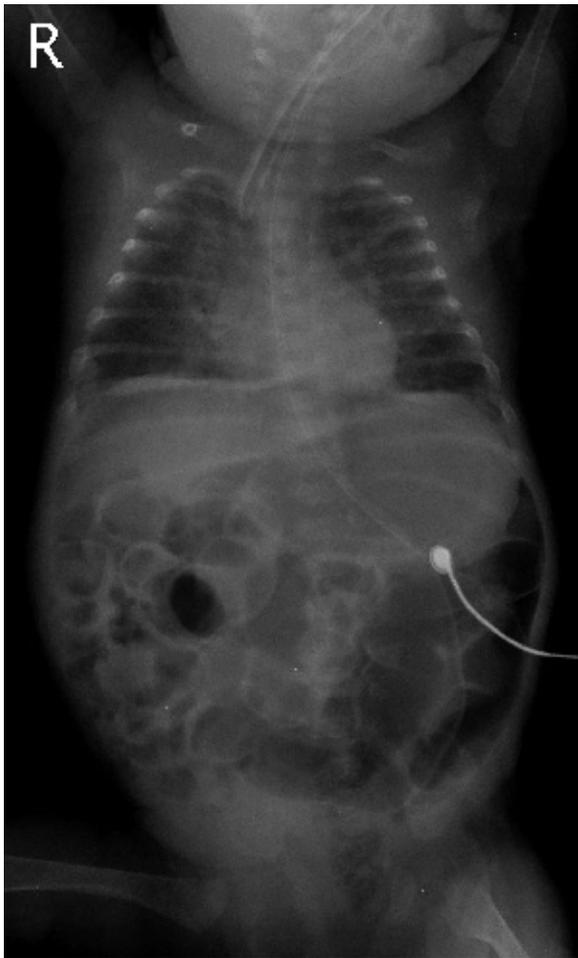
The preoperative chest and abdominal plain radiography shows free air under the right subdiaphragm.
